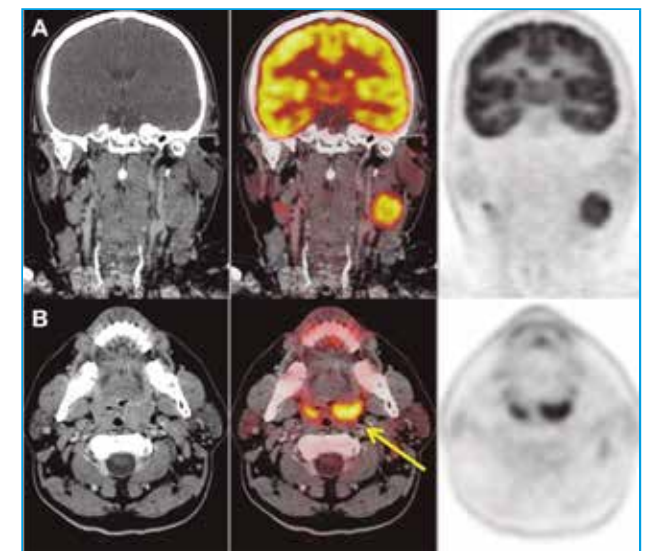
Paciente varón de 42 años con metástasis cervical izquierda de carcinoma epidermoide. La PET-TC detectó captación patológica de FDG en pliegue glosomigdalino izquierdo (corte axial, B), sugerente de tumor primario (flecha amarilla), con afectación adenopática cervical bilateral (corte coronal, A). Tras confirmación anatomopatológica, recibió tratamiento con quimioterapia de inducción, seguido de quimiorradioterapia.
